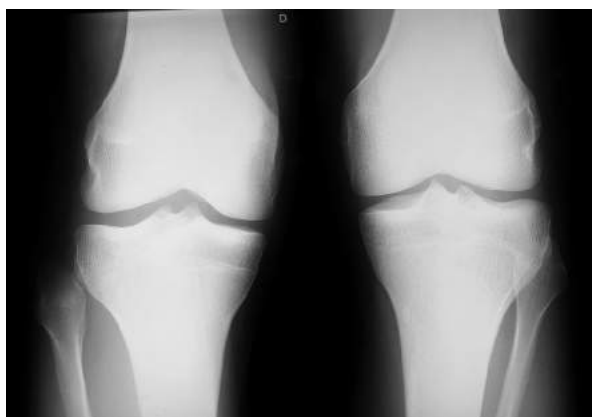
AP radiograph of both knees indicate the right anterolateral proximal tibiofibular joint dislocation, Ogden type II.
